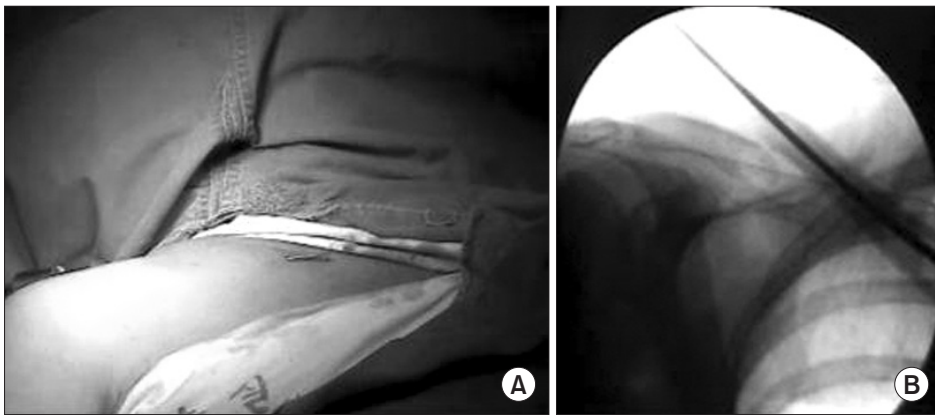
Photograph (A) and radiograph (B) showing percutaneous insertion of a Steinmann pin into the intramedullary canal under fluoroscopic guidance from the fracture side to the medial end.
